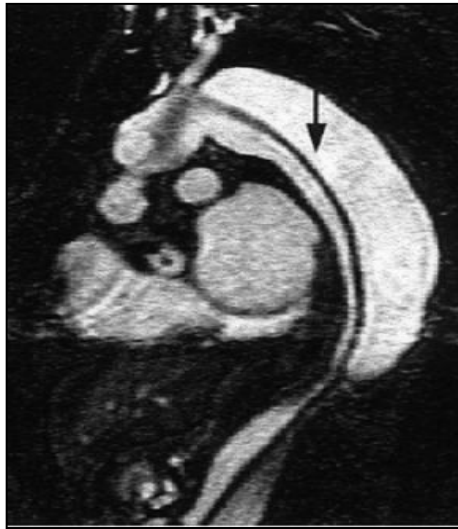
RM Aorta toracica dissecata
